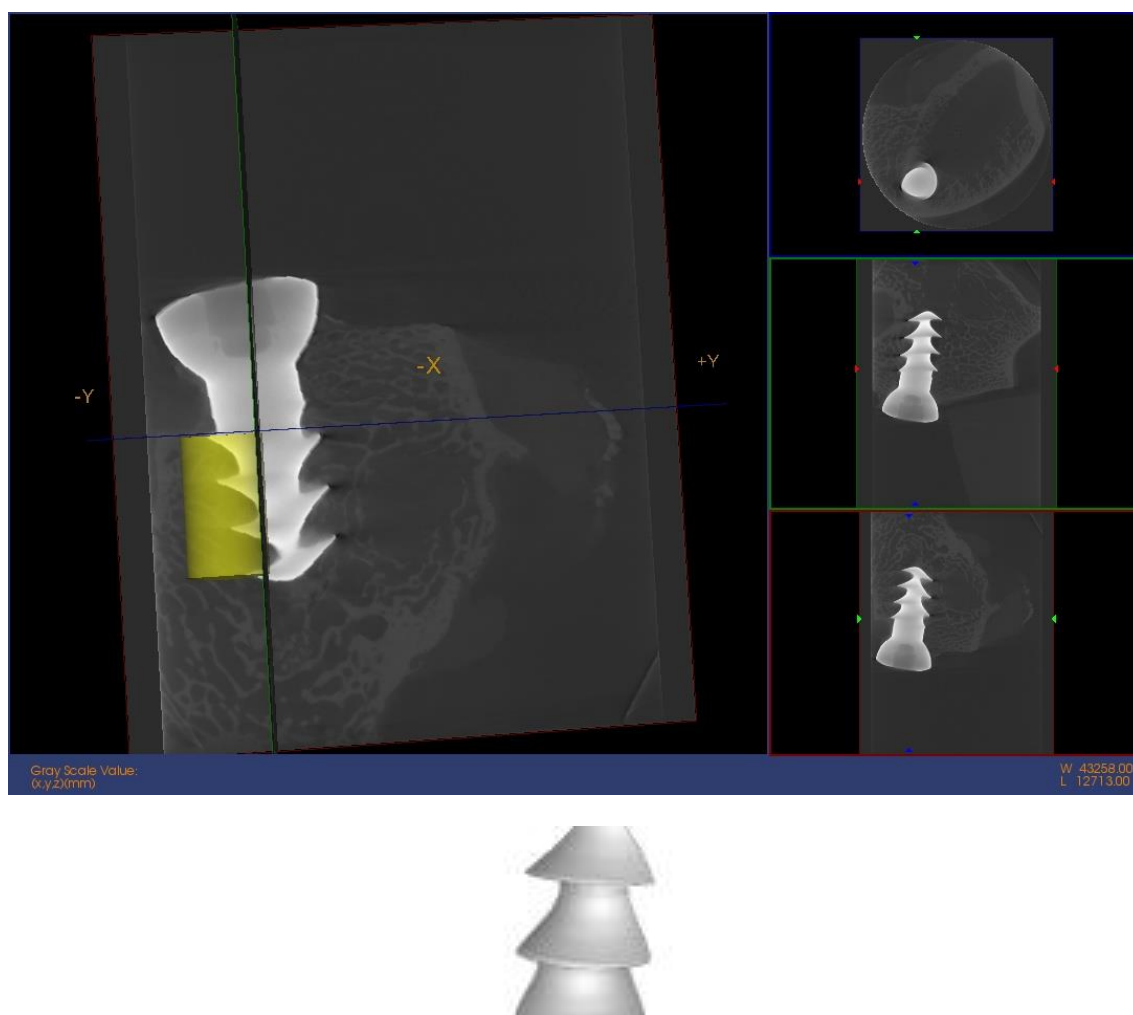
Imagen micro CT e imagen reconstrucción 3D. Control 15C
